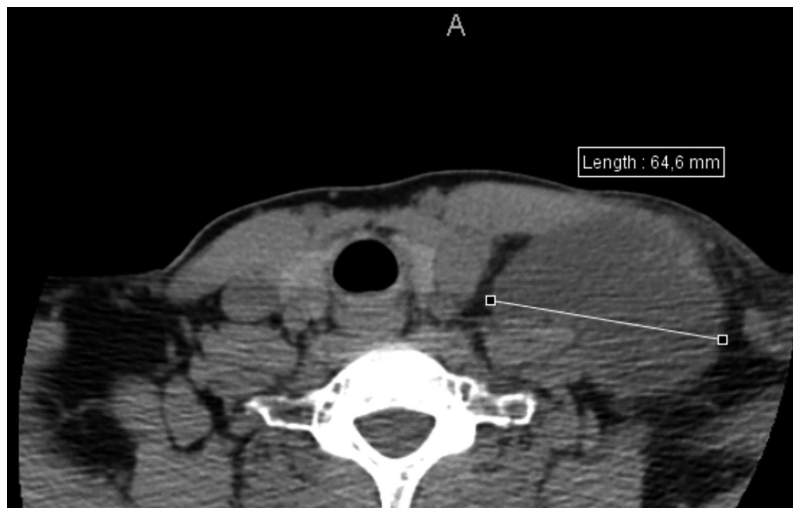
Tomografía computarizada que evidencia una formación cística izquierda de 64,6 mm.
